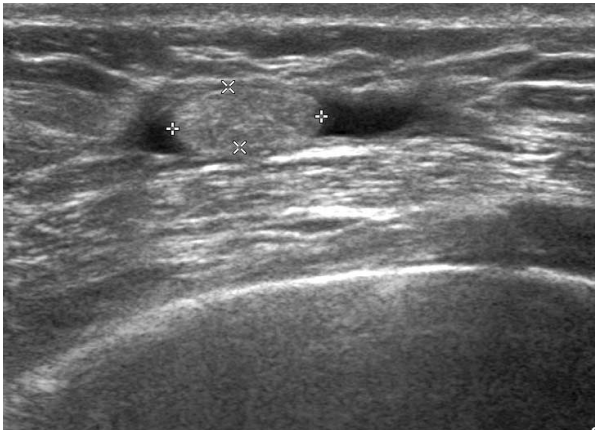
Sonographic finding, 10 months after operation. At 10 months after operation, there was encapsulated granulation tissue within a collection of tissue fluid on ultrasonography.
